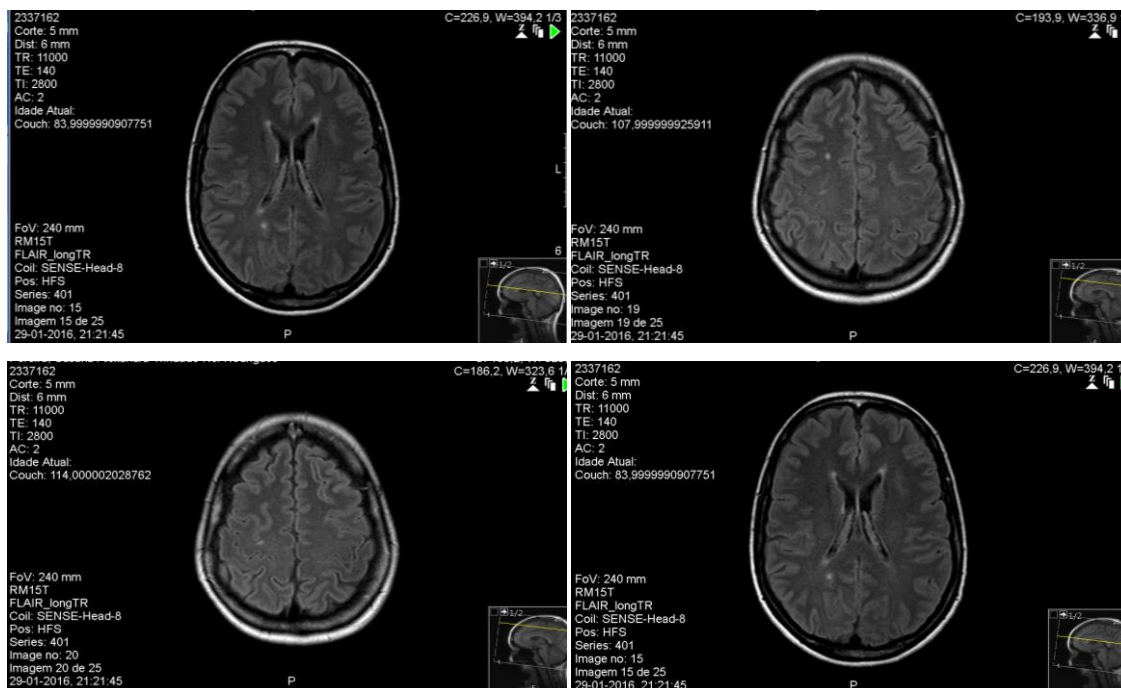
Algumas imagens de RM CE obtidas em Março de 2016 em que se identificam as lesões desmielinizantes descritas
